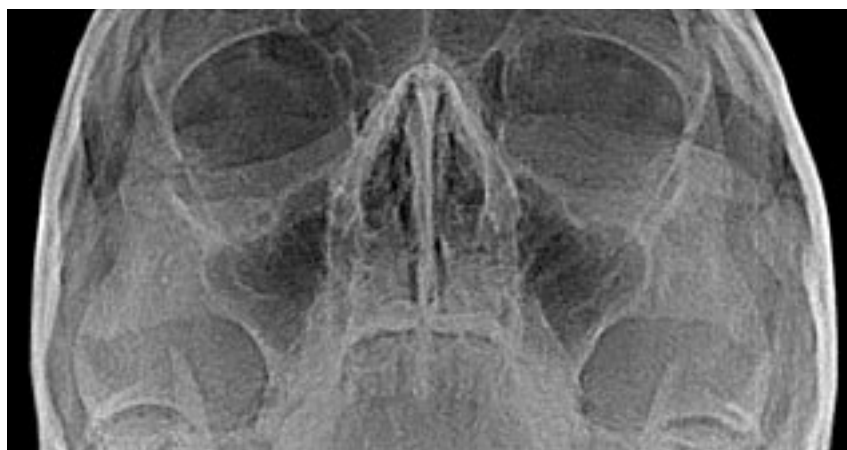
Рентгенография костей лицевого скелета в полуаксиальной проекции (пояснения в тексте)
